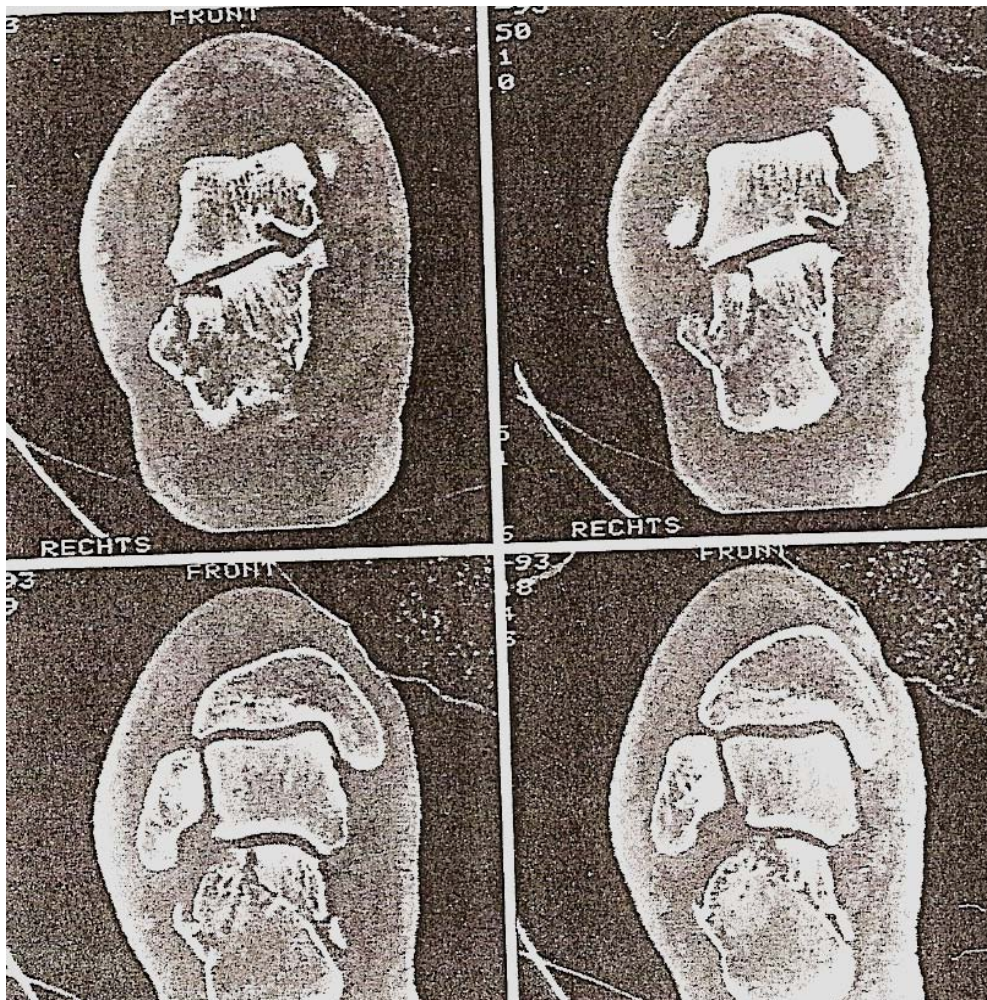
2 CT des Calcaneus in der Koronarebene
